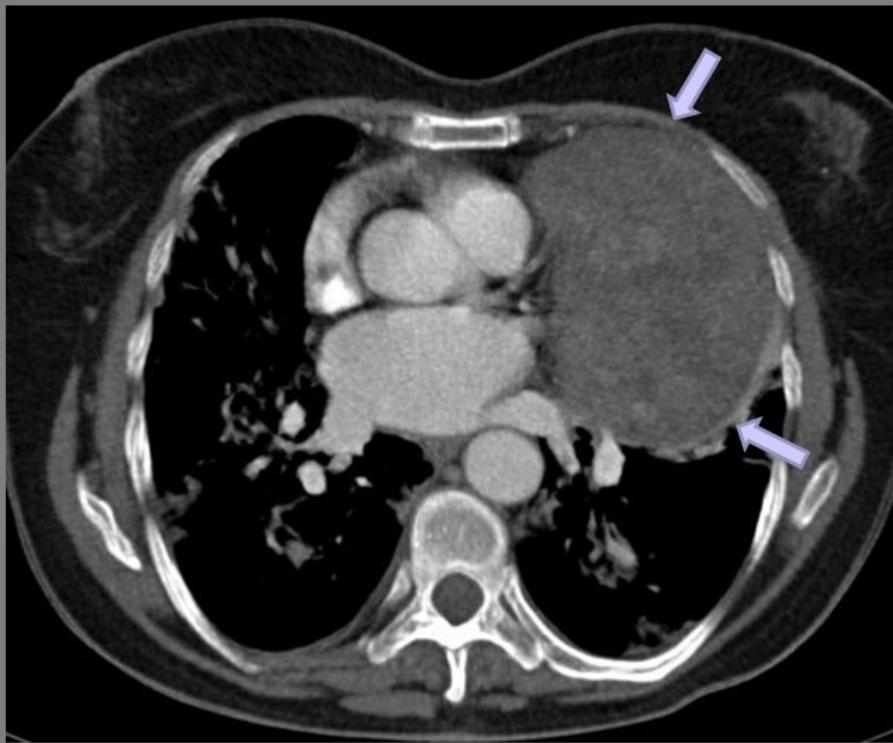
TIMOMA TIPO AB OMS, ESTADIO I DE MASAOKA Mujer 68 años (mismo paciente de la figura anterior) TAC con civ a la altura de Aurícula Izquierda: Gran masa mediastínica anterior de contornos bien definidos (flechas), en íntimo contacto con pericardio. Neumonía en pulmón derecho
